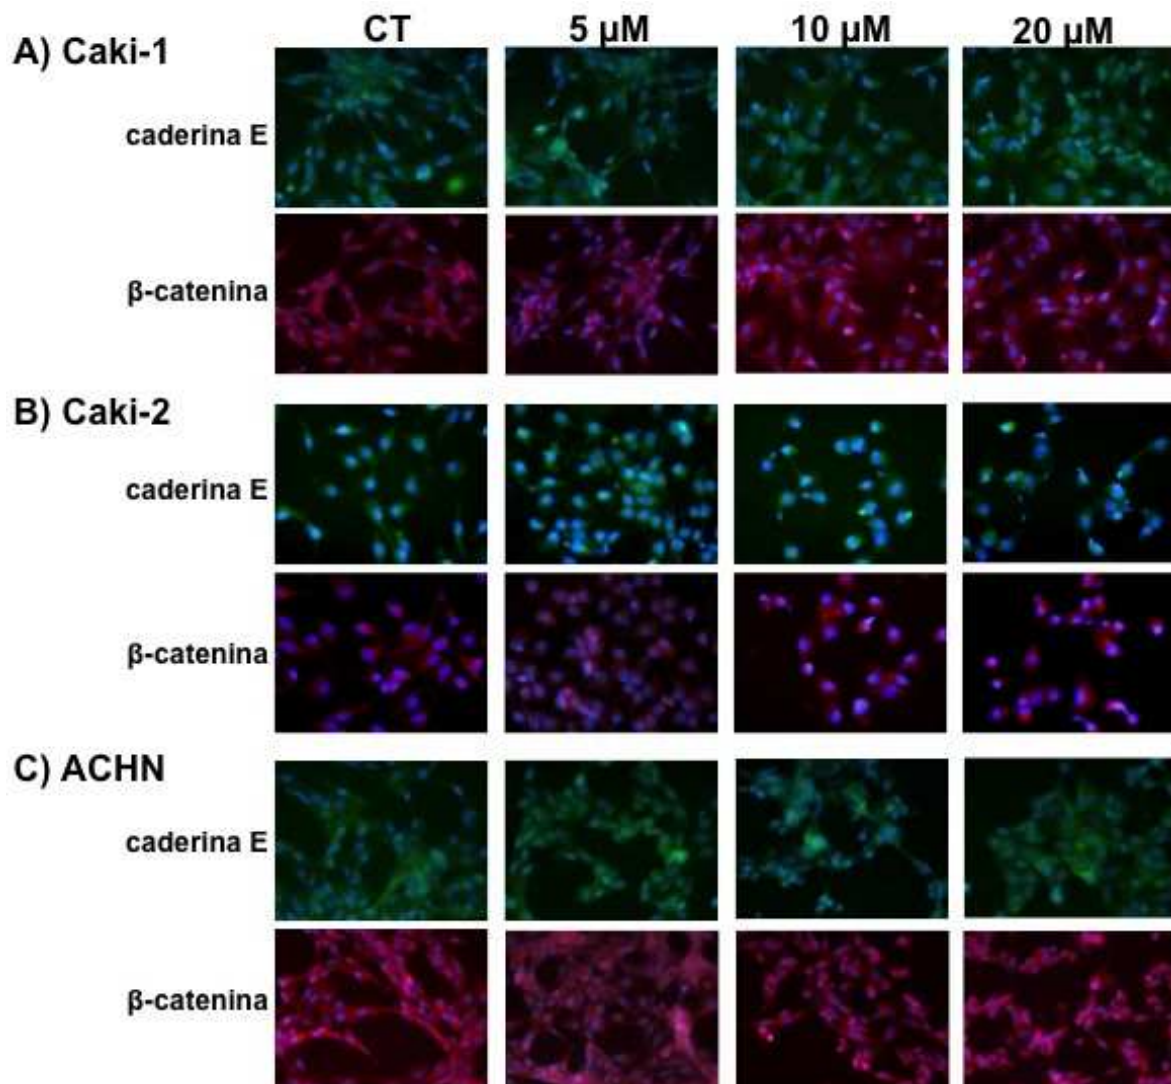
Microfotografie rappresentative dell'analisi in immunofluorescenza dell'espressione di caderina E e β-catenina nelle linee cellulari di ccRCC, non trattate (CT) e 48 ore dopo trattamento con Ukrain alle dosi di 5, 10, 20 μM. Verde: caderina E; rosso: β-catenina; blu: dapi. Ingrandimento originale 40x.
